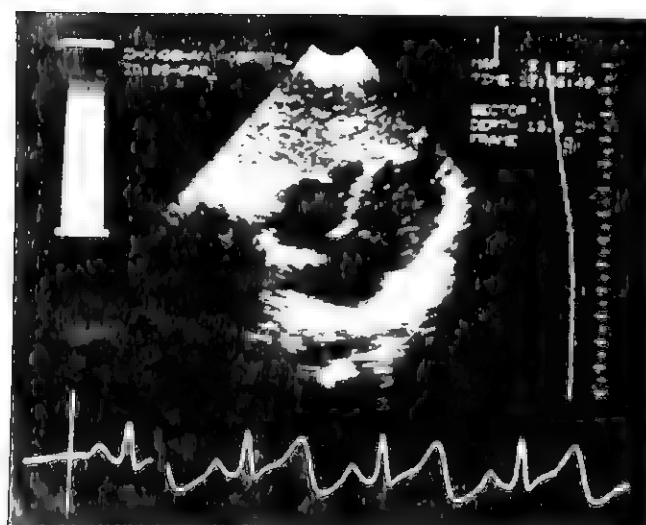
第二孔型心房间隔缺损的二维超声心动图剑突下四腔心切面像
